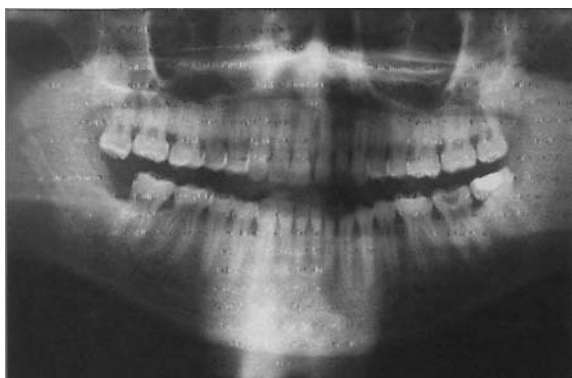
La radiographie panoramique ne révèle aucune anomalie susceptible d'expliquer la douleur. Noter une grosse carie sur 37.
